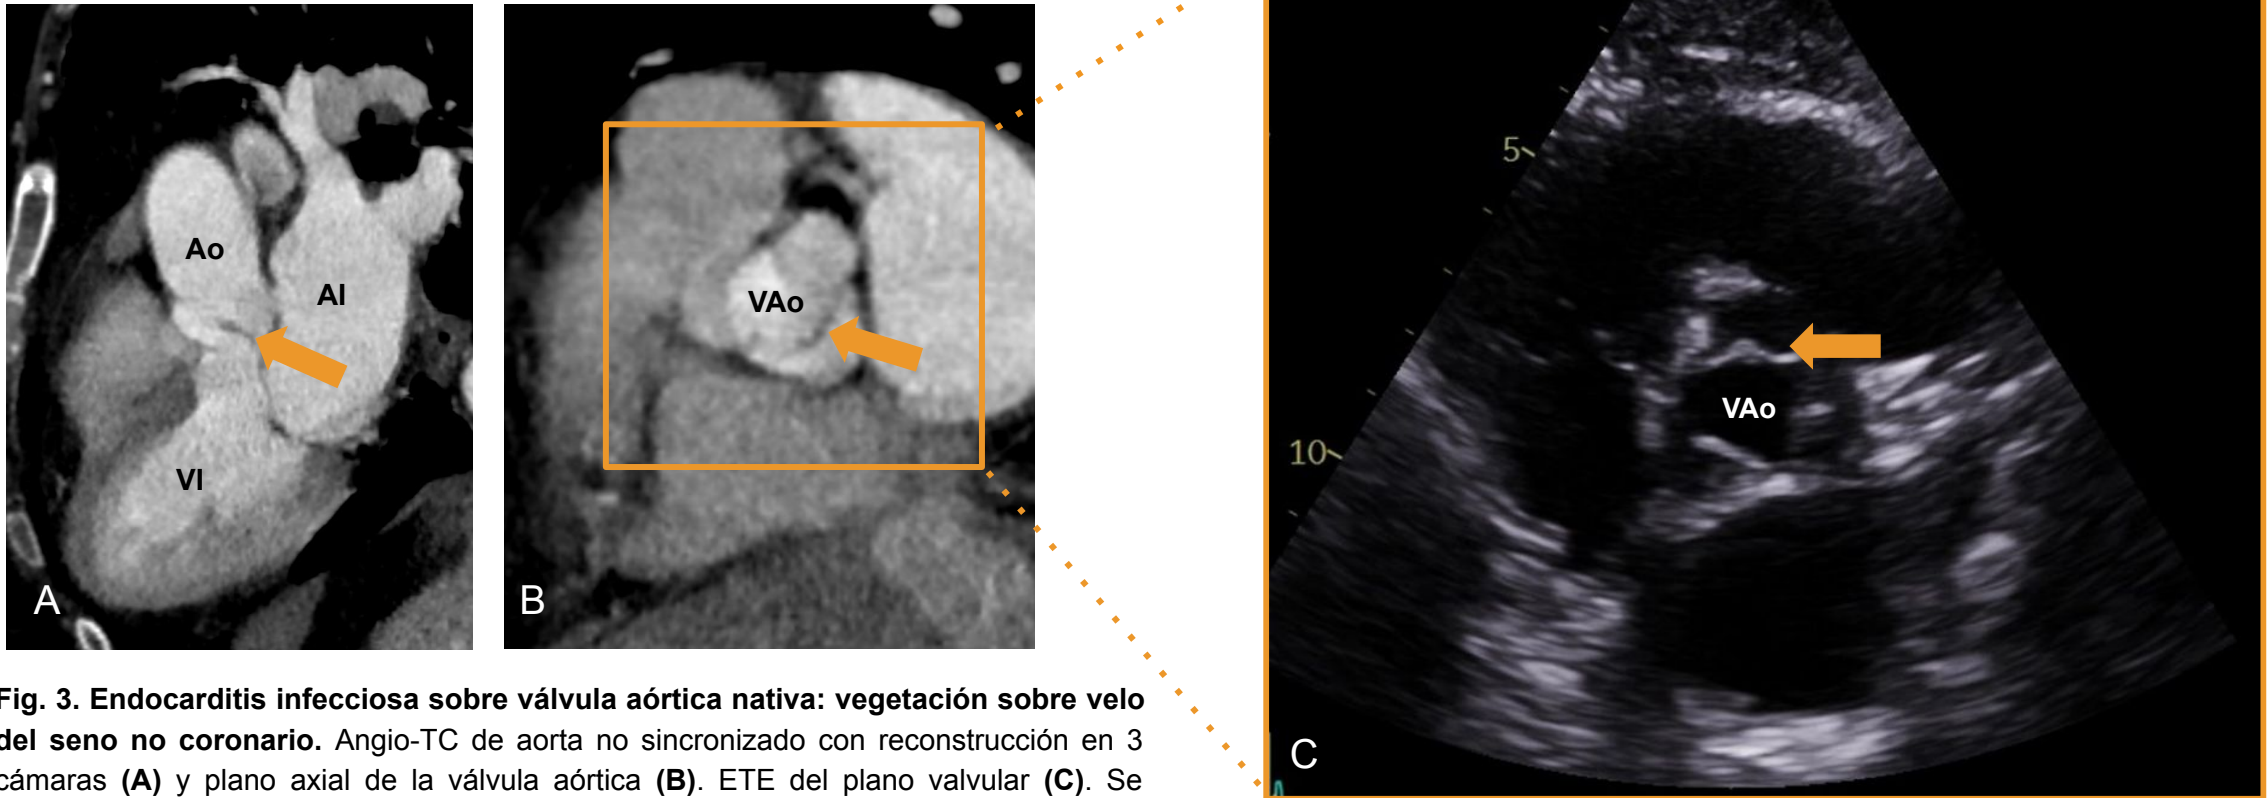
Endocarditis infecciosa sobre válvula aórtica nativa: vegetación sobre velo del seno no coronario. Angio-TC de aorta no sincronizado con reconstrucción en 3 cámaras (A) y plano axial de la válvula aórtica (B). ETE del plano valvular (C). Se observa un discreto engrosamiento focal en el velo del seno no coronario (flecha), compatible con vegetación endocárdica y correlacionado con ETE. Ao: aorta. VAo: válvula aórtica. AI: aurícula izquierda. VI: ventrículo izquierdo.
